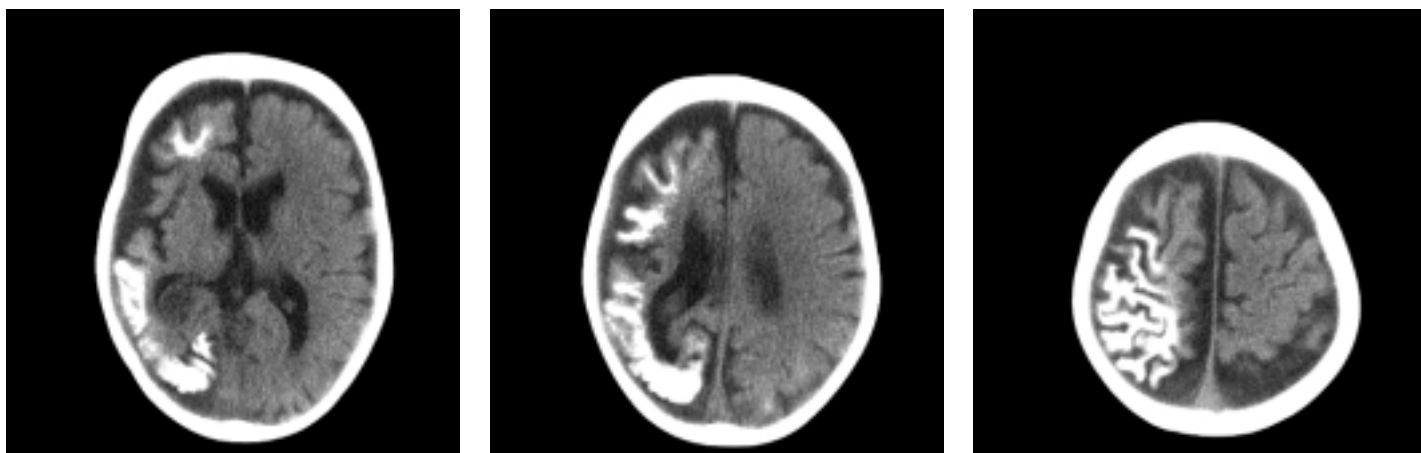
Компьютерные томограммы ребенка 1 года 2 мес. Диагноз: энцефалотригеминальный ангиоматоз. В корковом отделе теменно-затылочной области левого полушария головного мозга – обширные петрификаты. Субарахноидальные пространства расширены.
